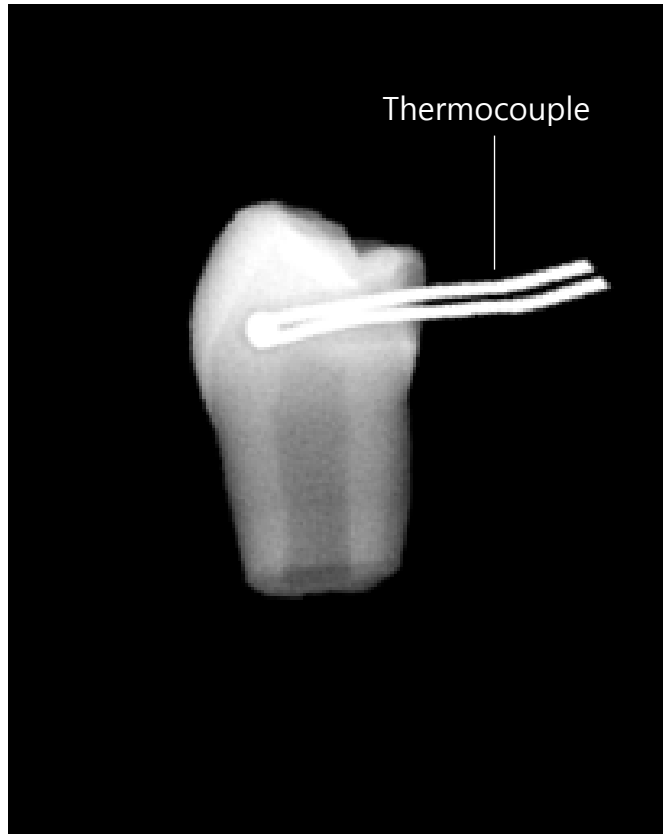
A radiograph of the premolar with a thermocouple
